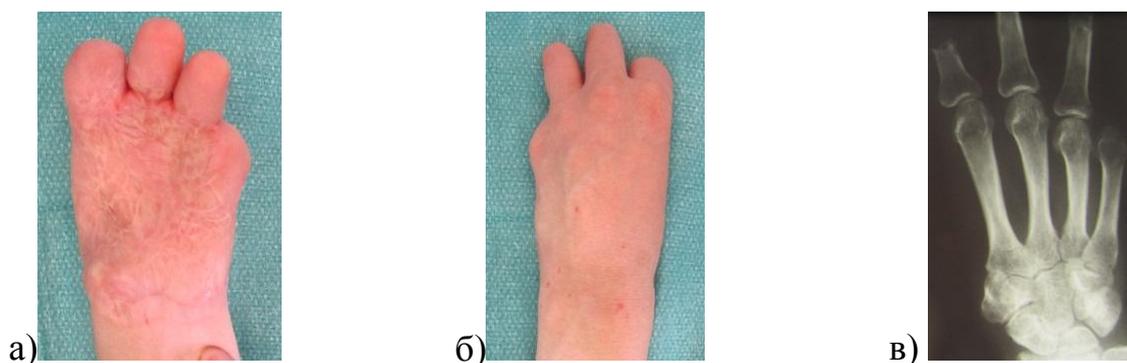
Внешний вид и рентгенограмма левой кисти б-ого X., 38 лет, и/б №2822 /С2011.
